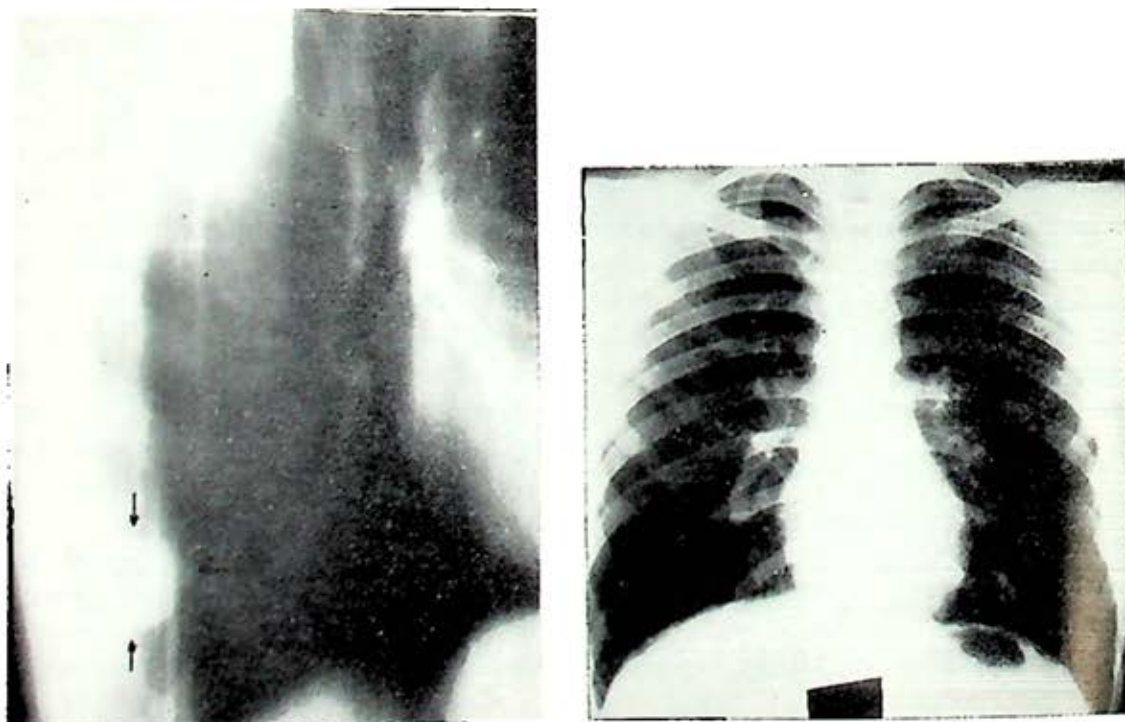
Radiografía P.A. de tórax y tomografía izquierda que muestran el quiste en lóbulo inferior izquierdo.
